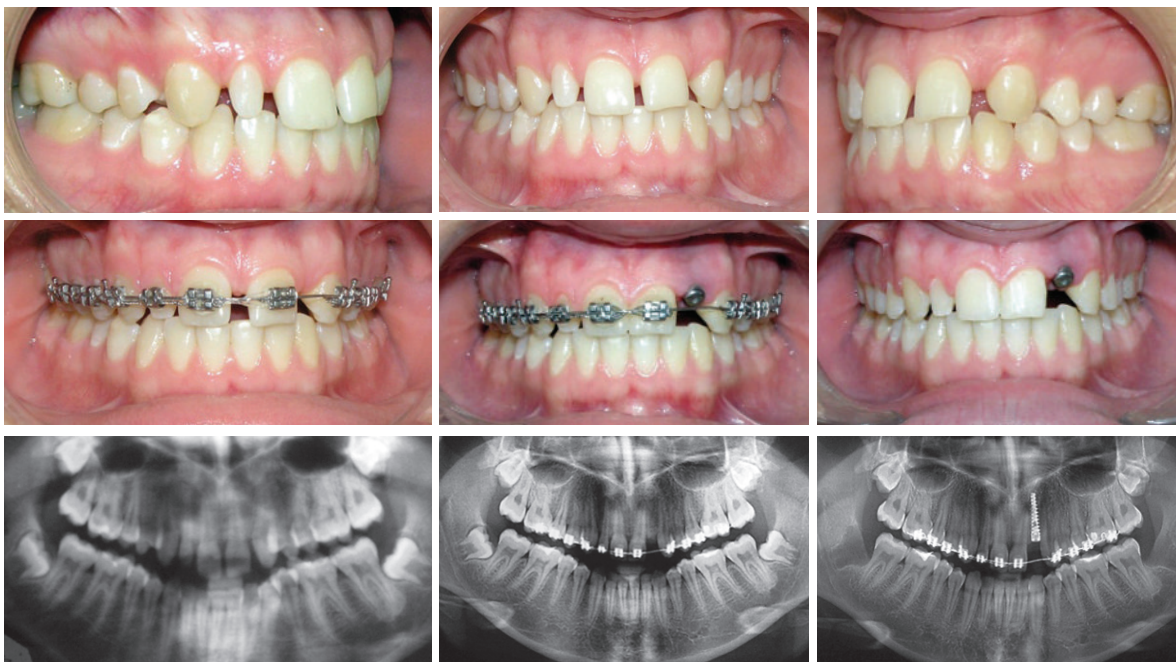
Pacienta C: ocluzia și radiografiile la etapa inițială și la unele etape de tratament
